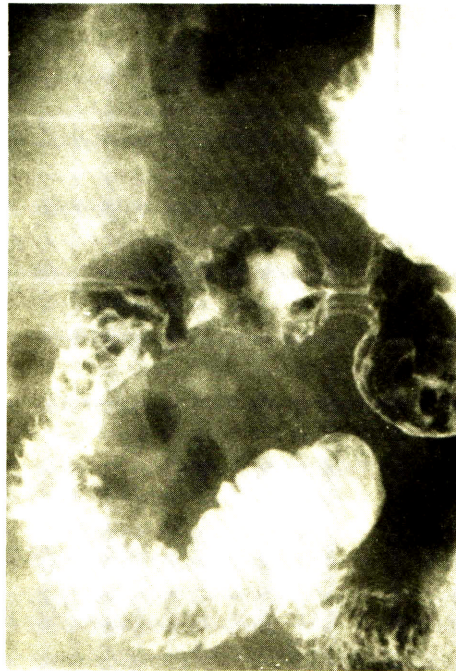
X-ray upper GI study showing calcification in the region of the head of pancreas.
